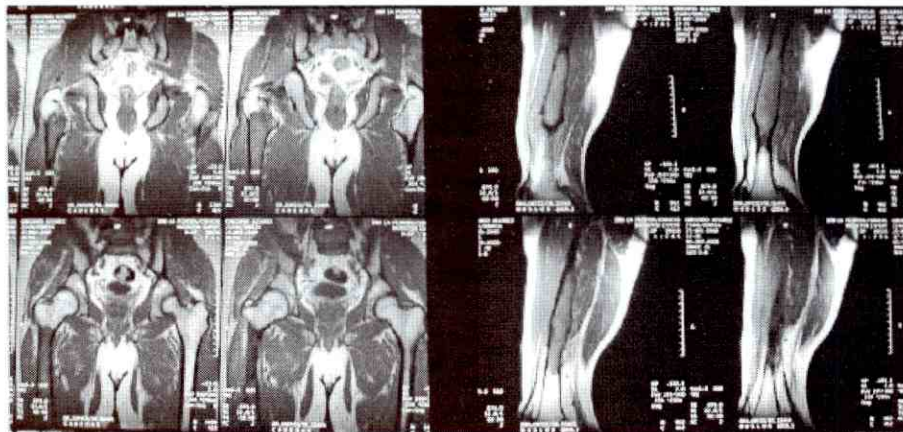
RMN del muslo donde se evidencia la amplia extensión diafisaria.
